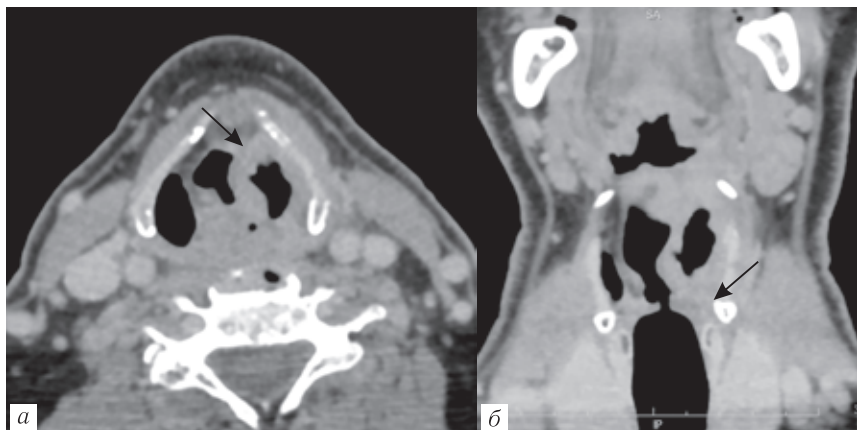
Опухоль гортаноглотки слева, КТ-исследование, венозная фаза: *а* — аксиальная плоскость, видна инфильтрация стенок левого грушевидного синуса (стрелка); *б* — фронтальная реконструкция, определяется распространение опухоли на желудочек гортани и голосовую складку в латеральных отделах (стрелка)
